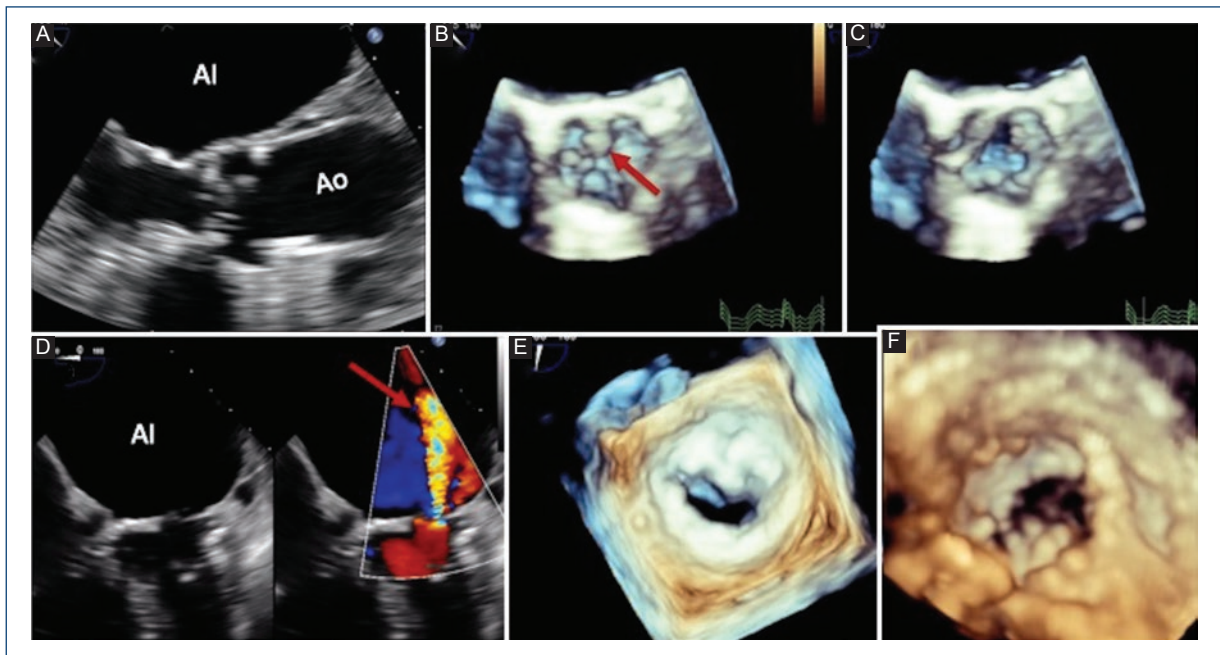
Ecocardiograma transesofágico 2D y 3D. A: imagen a 135° que muestra fibroelastomas múltiples en la válvula aórtica. B: imagen tridimensional de la válvula aórtica en diástole con múltiples fibroelastomas (flecha roja). C: imagen tridimensional de la válvula aórtica en sístole con fibroelastomas en las valvas. D: imágenes bidimensionales y con Doppler color que muestran calcificación caseosa del anillo mitral e insuficiencia mitral moderada (flecha roja). E: vista auricular tridimensional de la válvula mitral con calcificación caseosa. F: vista ventricular de la válvula mitral que muestra calcificación importante.
